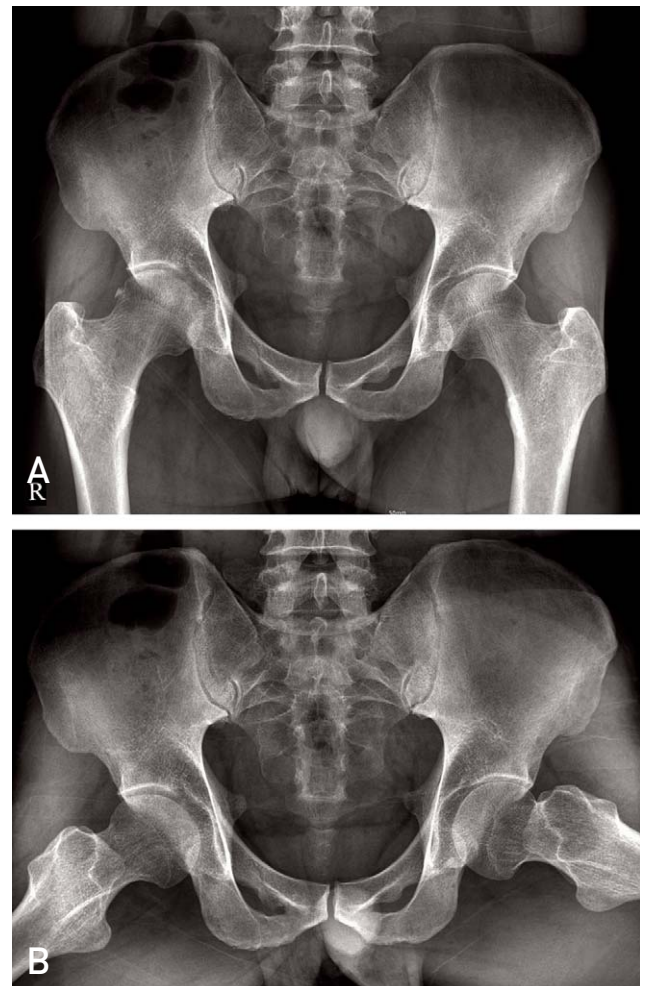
(A) The follow-up both hip AP x-ray at 1 month reveals the same finding of Fig. 1. (B) The frogleg lateral view at 2 months.
